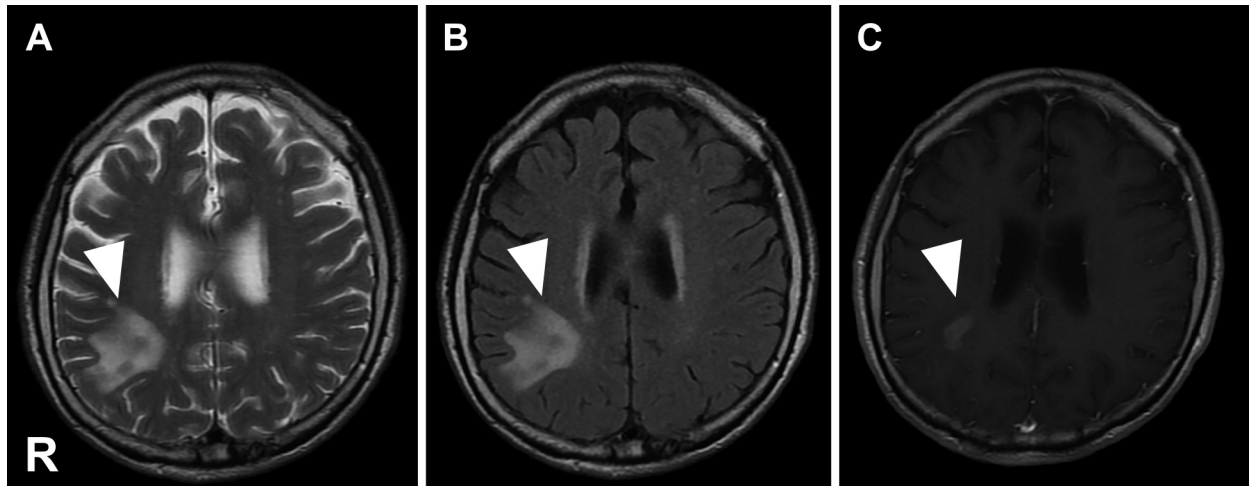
MRI of the brain (A: 1.5 T T₂WI, B: 1.5 T FLAIR, C: Gadolinium enhanced T₁WI).
